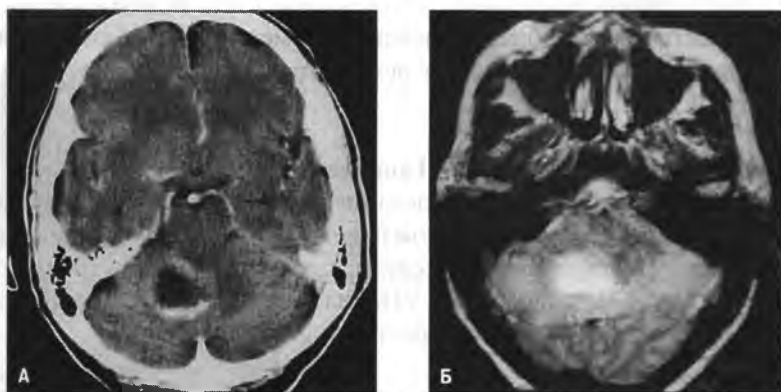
Метастаз мелкоклеточного рака легкого в мозжечок. КТ с контрастированием (А) и МРТ в режиме протонной плотности (Б)
